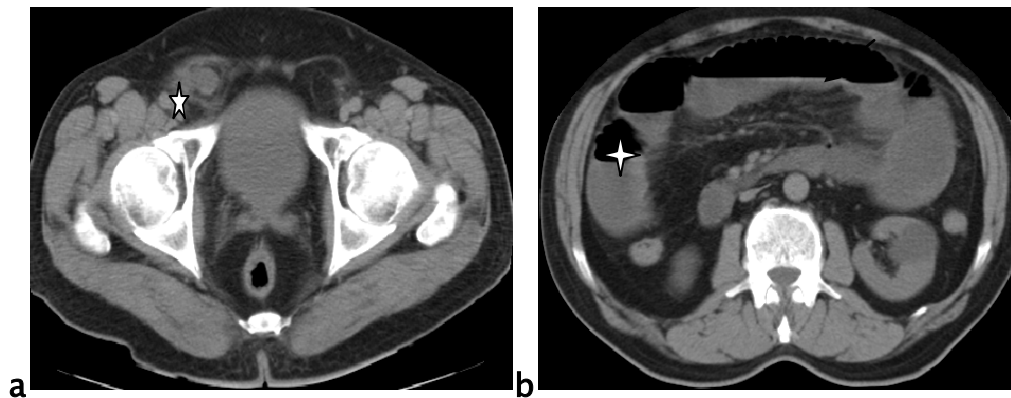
Patient âgé de 32 ans se présente pour syndrome occlusif d'installation brutale. TDM abdominale avec injection du PDC au temps veineux objectivant :
